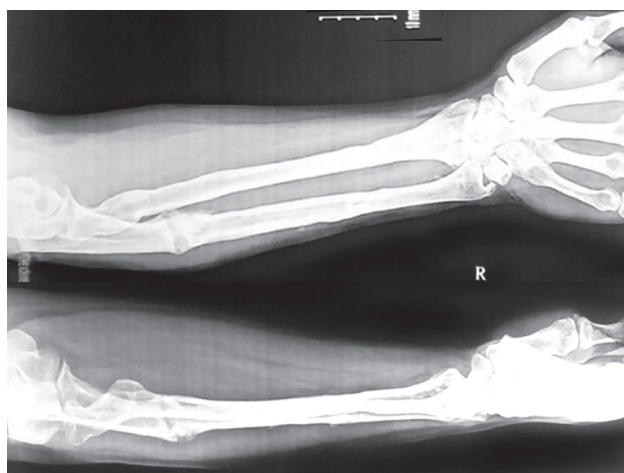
Рентгенограммы правого предплечья пациентки через год после окончания лечения
